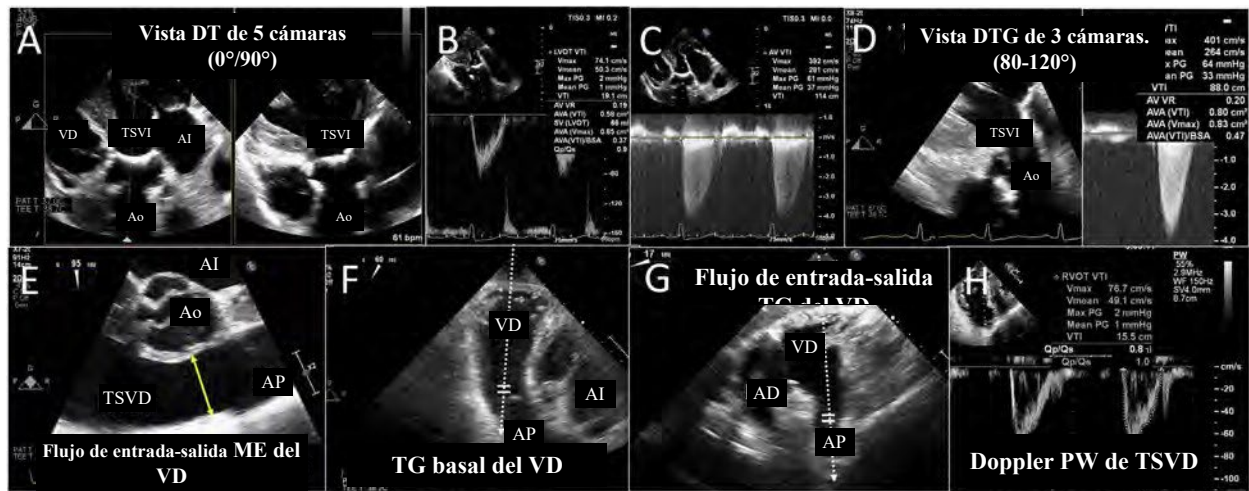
Cuantificación del volumen sistólico (VS) y el área de la válvula aórtica (AVA). La vista de cinco cámaras (A) transgástrica profunda (DT) alinea el flujo transaórtico con el haz de ecografía, lo que permite la adquisición Doppler de onda pulsada (PW) del perfil espectral (B) del tracto de salida ventricular izquierdo (TSVI) y la adquisición Doppler de onda continua (CW) a través de la VA (C). Se debe intentar una vista transgástrica (TG) Doppler a 80° a 120° (D), ya que este plano de imagen generalmente alineará el haz de insonación con los chorros que se dirigen más hacia la parte anterior o hacia la derecha. El cálculo del VS del tracto de salida ventricular derecho (TSVD) puede ser necesario para cuantificar la regurgitación aórtica (RA) y requiere la medición del diámetro del TSVD, que se obtiene mejor a partir del nivel esofágico medio (ME) a 70° a 90° (E). El Doppler del TSVD debe obtenerse a partir del nivel TG al centrar el VD en el sector y luego anteflexionar y rotar mecánicamente a aproximadamente 60° (vista basal TG del VD; F). Alternativamente, se adquiere una vista TG del flujo de entrada del VD mediante flexión y anteflexión derechas a aproximadamente 0° a 20° (G) o puede usarse una vista esofágica superior (UE) (no se muestra) si las vistas TG son subóptimas. El volumen de la muestra de Doppler PW debe estar en el nivel anular en sístole (H) para adquirir el perfil espectral utilizado en el cálculo del VS del TSVD. Ao: aorta; ASC: área de superficie corporal; AI: aurícula izquierda; GP: gradiente de presión; Qp/Qs: relación del flujo pulmonar con el flujo sistémico; VD: ventrículo derecho; Vmáx: velocidad máxima; Vmedia: velocidad media; RV: relación de velocidad; VTI: integral de velocidad-tiempo.
